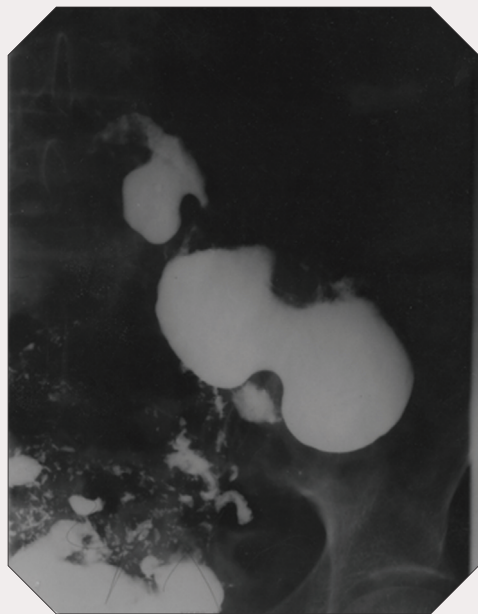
Рентгенографія шлунка. Гастроптоз
